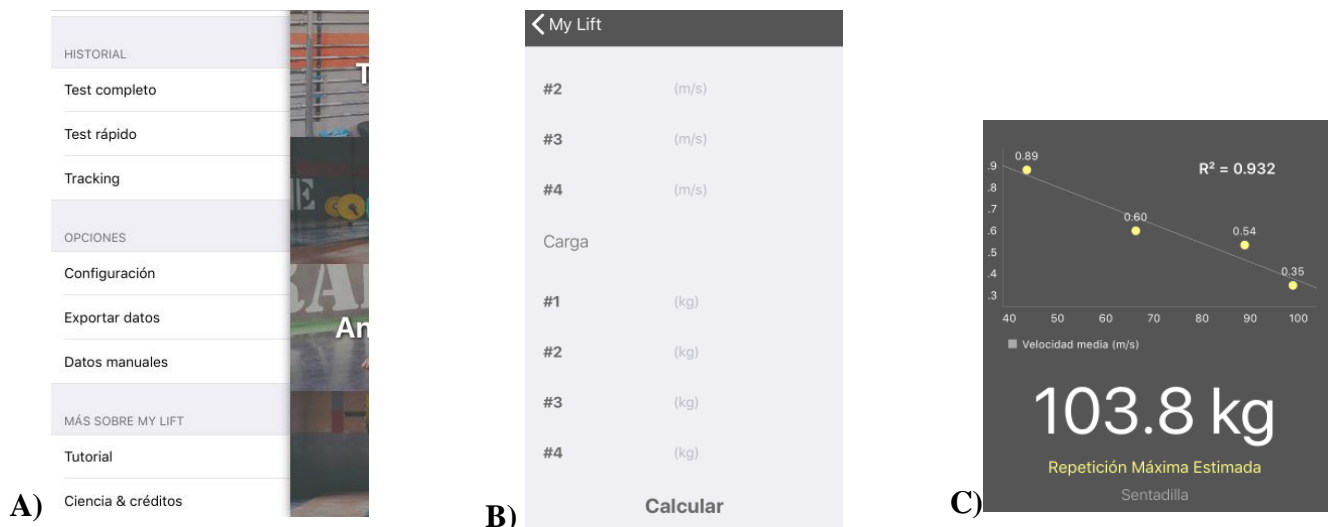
Interfase de aplicación My Lift donde se muestra: A) Menú: donde se incluye la opción de introducción de datos de forma manual. B) Pantalla de ingreso de datos, la parte inicial solicita la velocidad en m/s y la segunda parte solicita la carga en kg utilizada en cada levantamiento. C) 1-RM estimado a través de la fórmula de regresión lineal, con los datos introducidos de forma manual.
